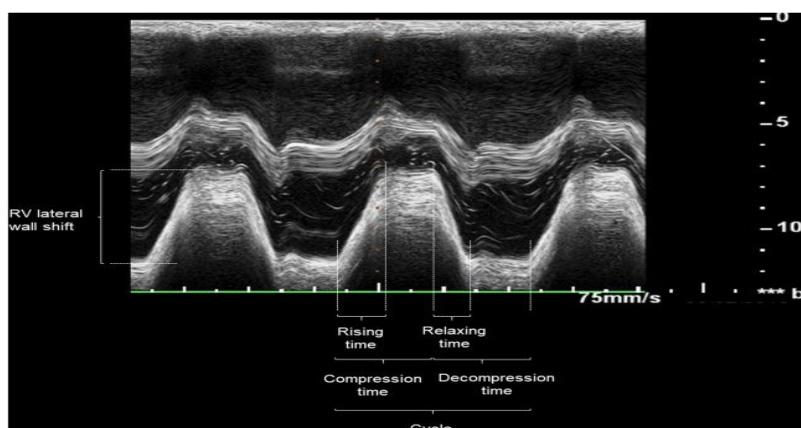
Campionamento ecocardiografico midesofageo in modalità M della parete del ventricolo destro. La freccia a lato sinistro indica lo spostamento laterale del ventricolo destro (RV).
